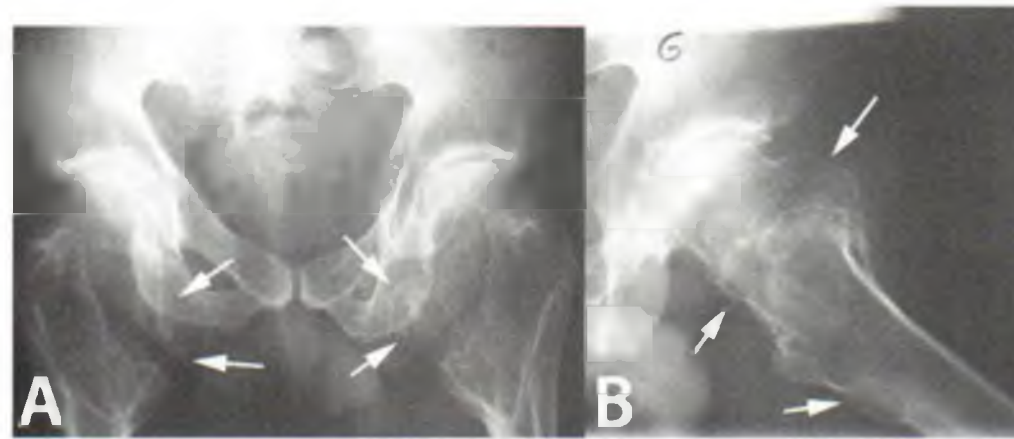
Radiographies standard de face et de profil :
